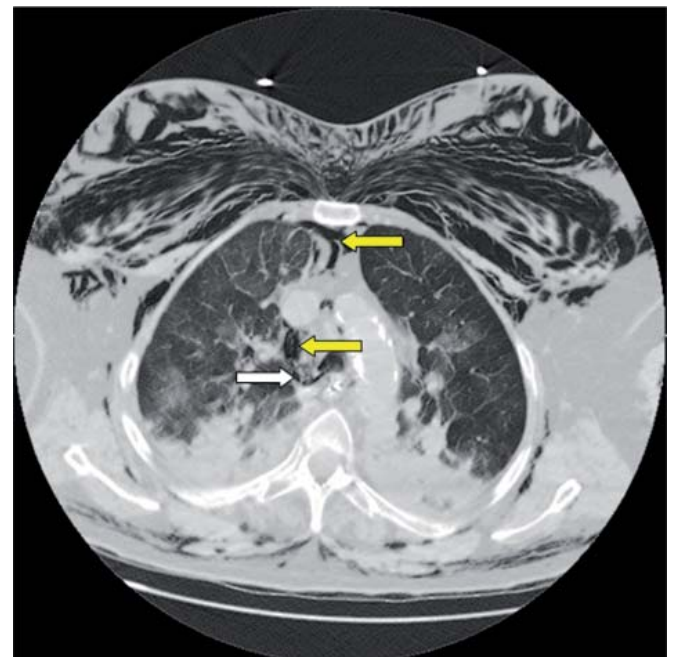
TAC torácico donde se observa la solución de continuidad del divertículo traqueal con el mediastino (flecha blanca) y el neumomediastino (flechas amarillas).
